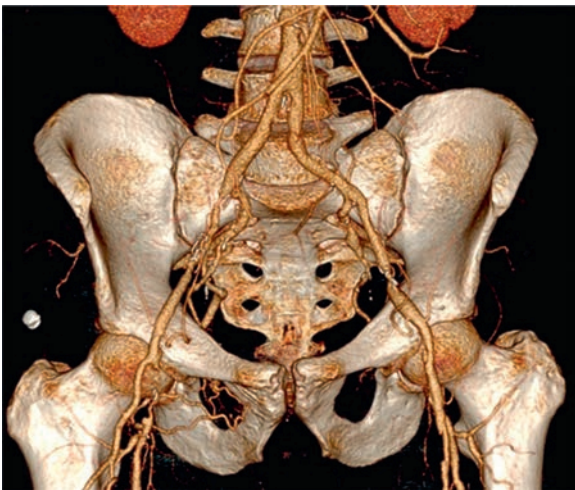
Предоперационная КТ-ангиография, прямая проекция
